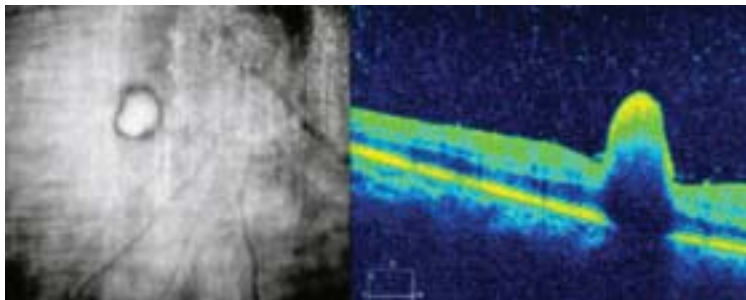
Tomografía de coherencia óptica (OCT) inicial. Al inicio se observa una tomografía de coherencia óptica del ojo derecho con lesión macular, cambios en la interfase vitreoretiniana y vitreítis
